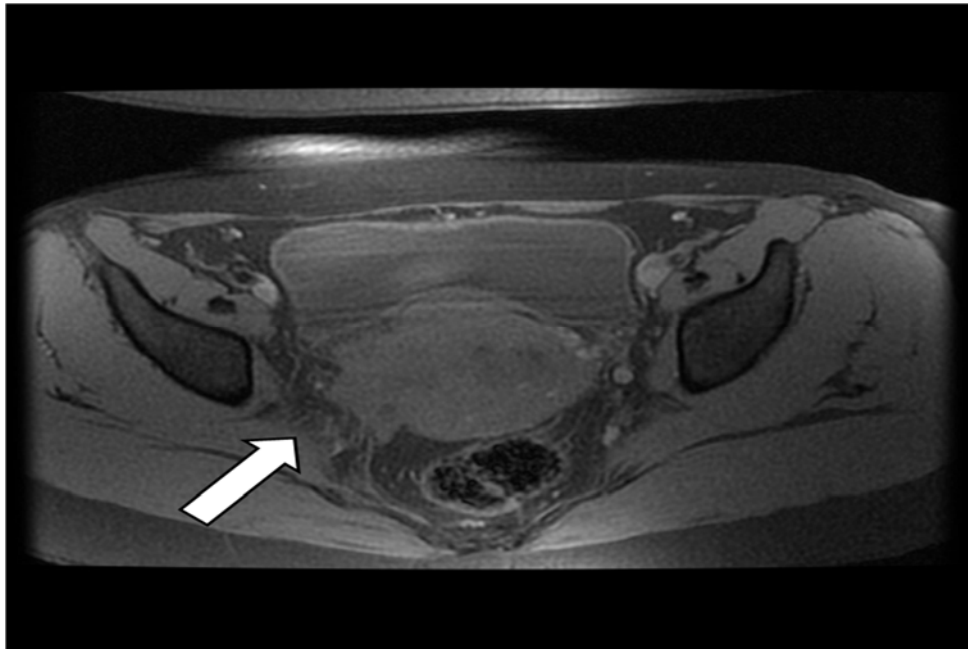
Imagem de ressonância magnética pélvica da paciente de corte axial T1 apresentando comprometimento de paramétrios com ênfase na infiltração do paramétrio direito.
